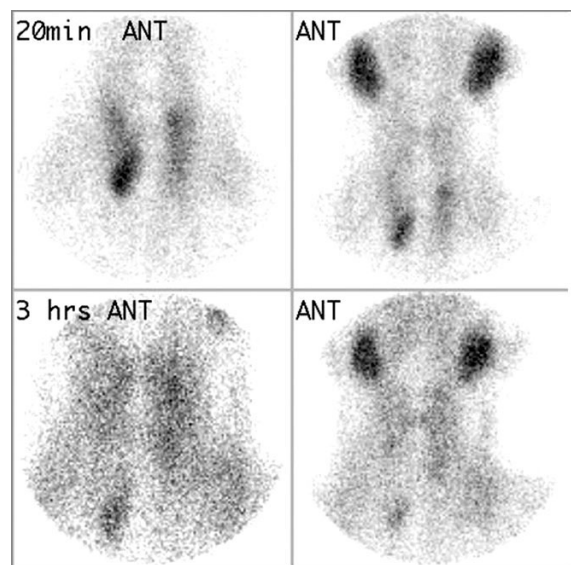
Parathyroid gland scintigraphy using Tc-99m Sestamibi. The early image (20 min) showed diffuse uptake in both thyroid glands and prominent uptake in right lower pole. In delayed image (3 hrs), abnormal radioactivity accumulation in right lower pole was remained after washout of the thyroid gland activity, suggesting parathyroid adenoma or hyperplasia.
